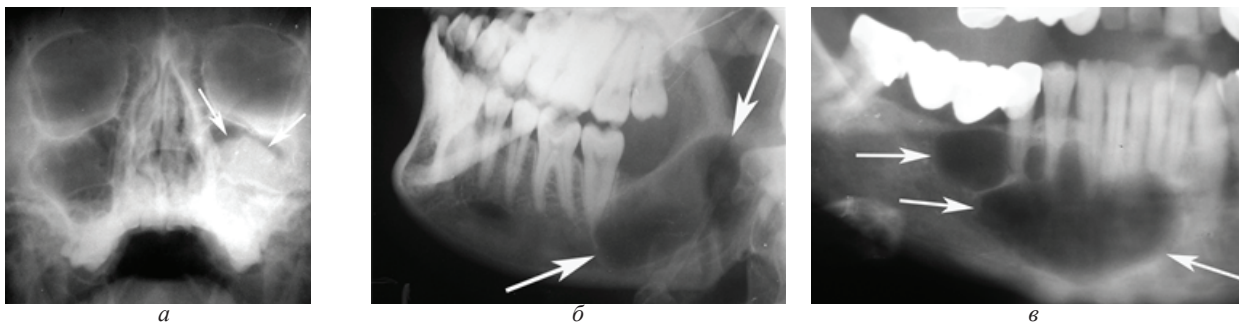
Обзорная рентгенограмма верхней челюсти (а) и рентгенограммы нижней челюсти (б, в) больных с эпидермоидными кистами (указаны стрелками)
